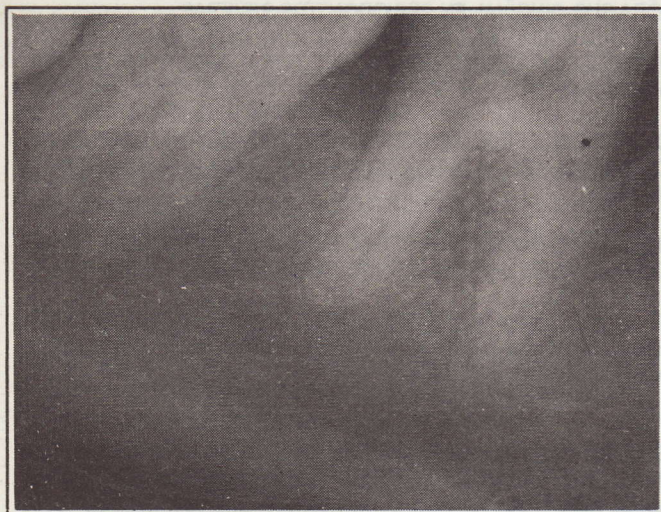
Radiografía de 1º molar inferior izquierdo. Neoformación ósea con cortical de crestas en mesial y distal
